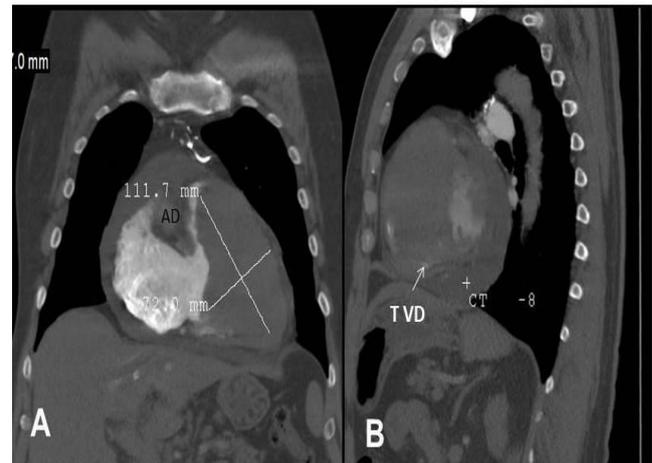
Tomografía contrastada toraco-abdominal. Reconstrucciones MPR en vistas coronal(A) y sagital (B).
